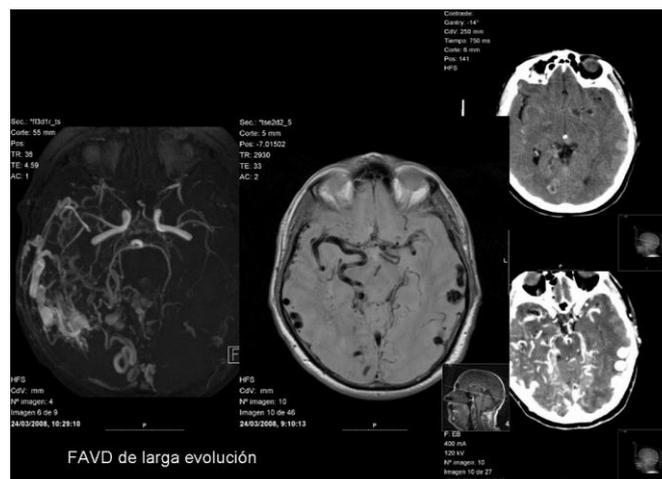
AngioResonancia y Resonancia magnética en secuencia T1, Fístula arteriovenosa de larga evolución.
